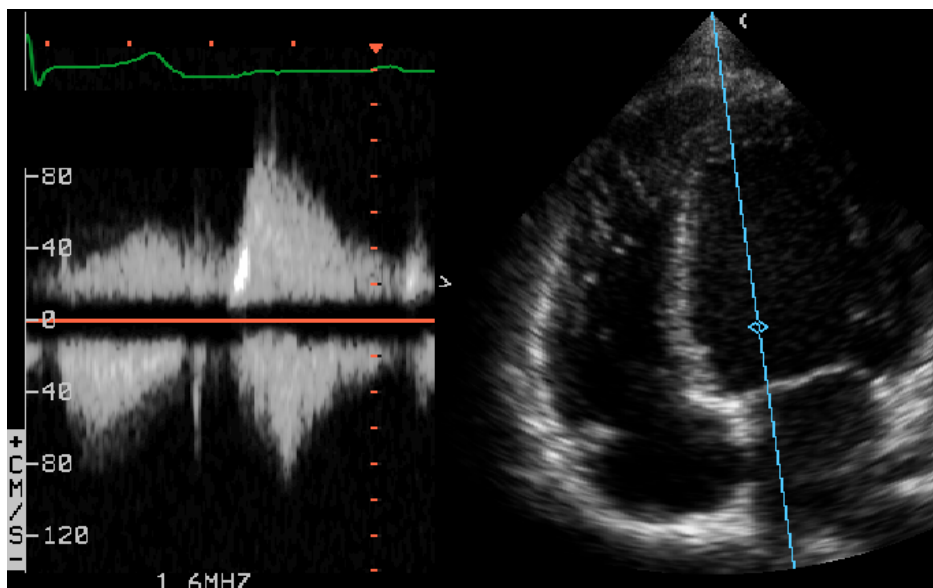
Tiempo de relajación isovolumétrica (TRI) por doppler continuo.
